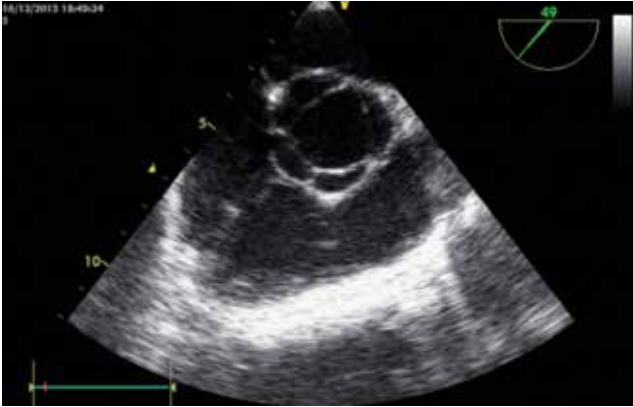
Transesophageal echocardiography revealed quadricuspid aortic valve
